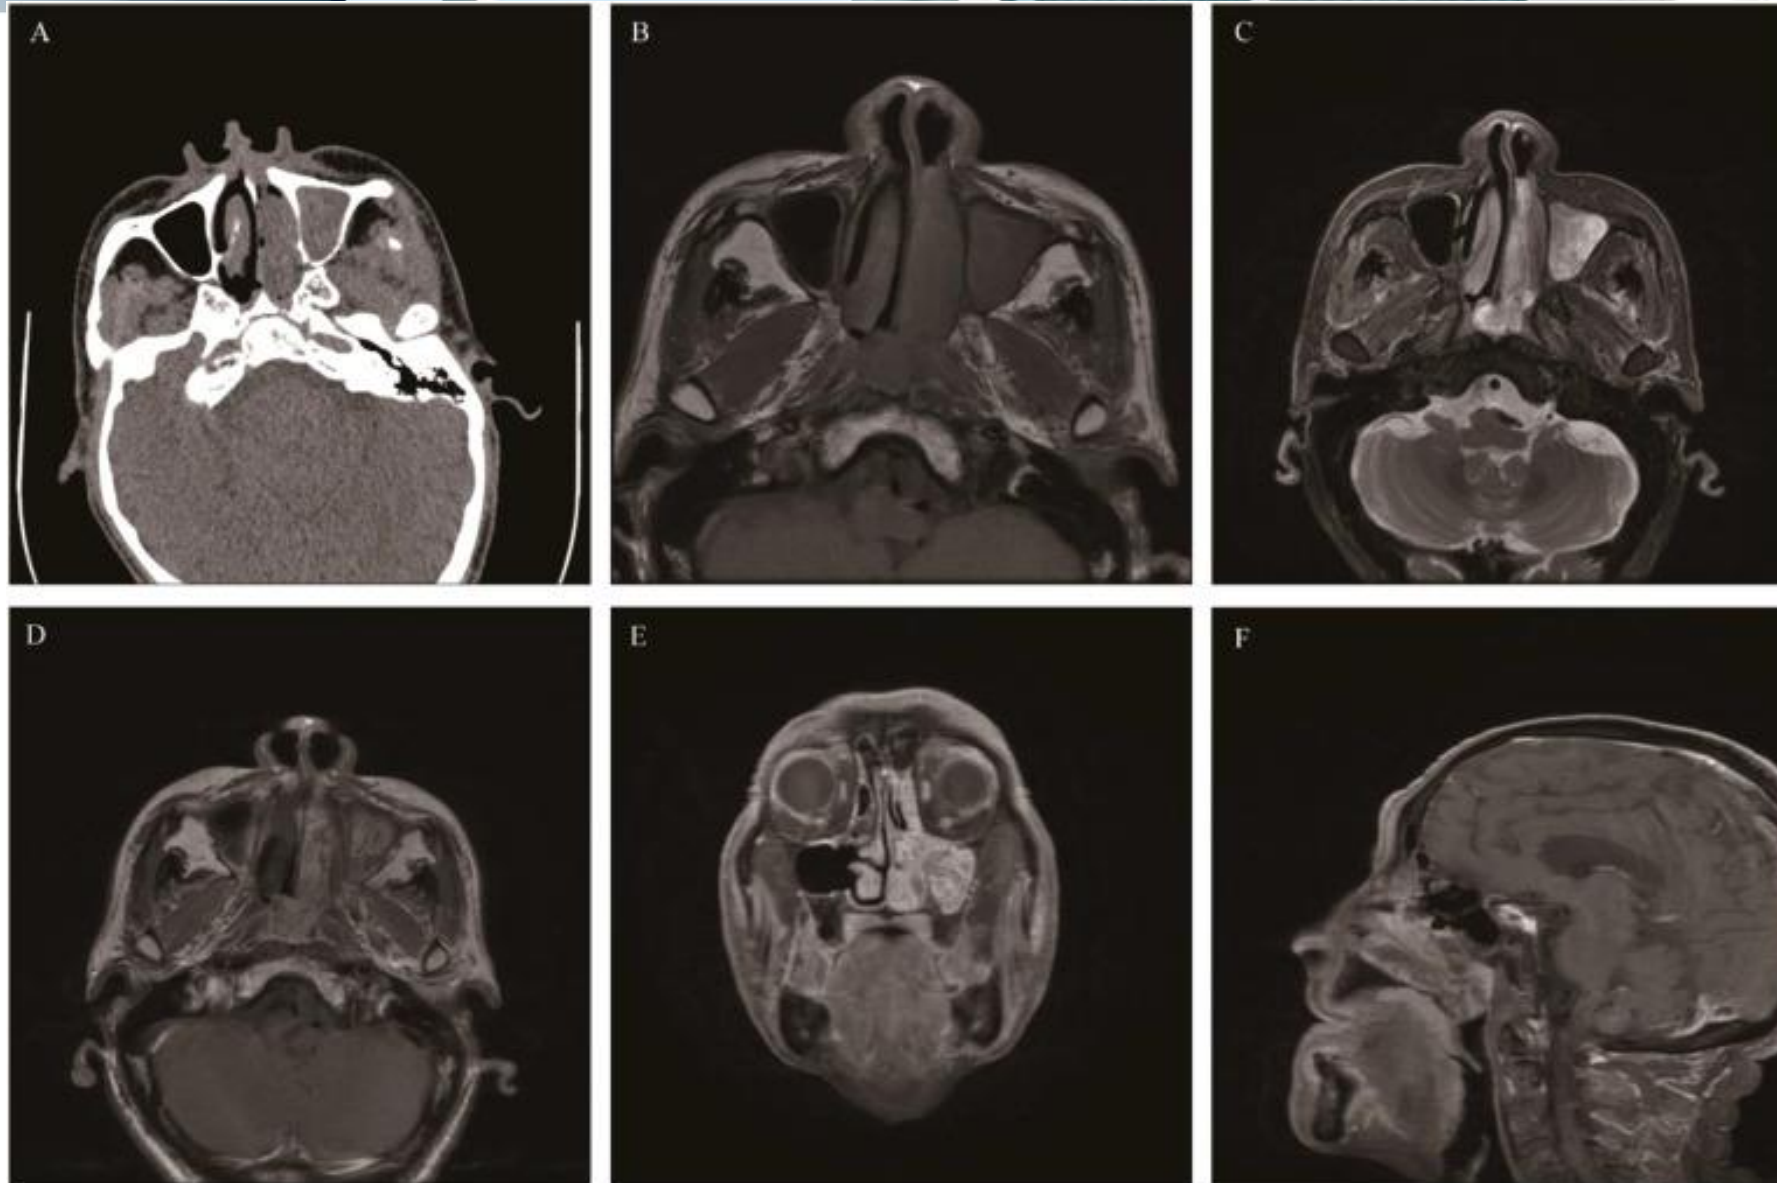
Papiloma invertido nasosinususal. A. Se visualiza un corte axial de TC donde se observa una masa de densidad partes blandas en la cavidad nasal y seno maxilar izquierdos con reabsorción ósea. B y C Cortes axiales de RM T1 y T2 muestran la masa discretamente hipointensa y heterogénea respectivamente. [3]
